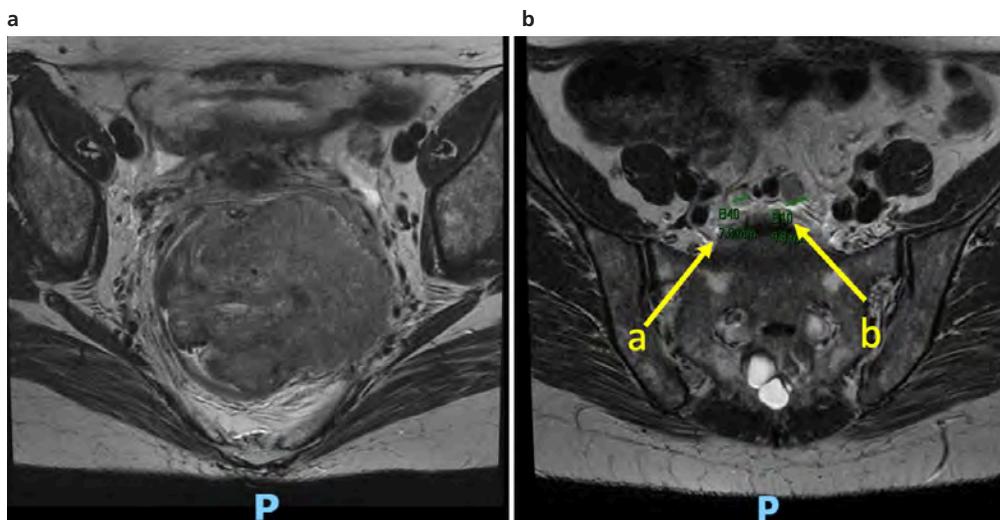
RMN T2. Plano axial. Izquierda: Tumor endófito de 103 x 79 x 94 mm que invade a través de la muscularis propia un total de 52 mm. Derecha: Adenopatías mesorrectales de 7,8 mm (a) y 9,8 mm (b).
